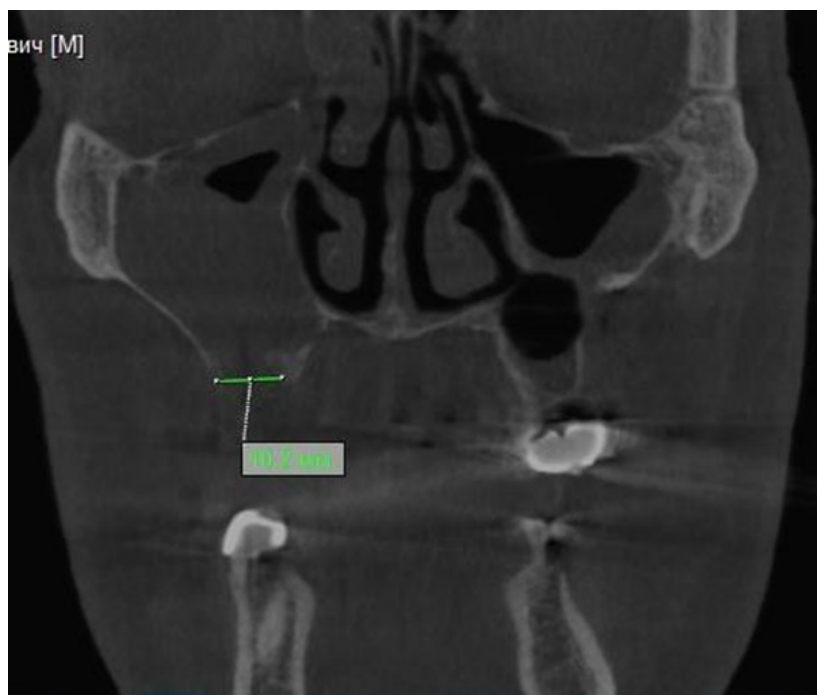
Костный дефект в области ОАС на КТ
